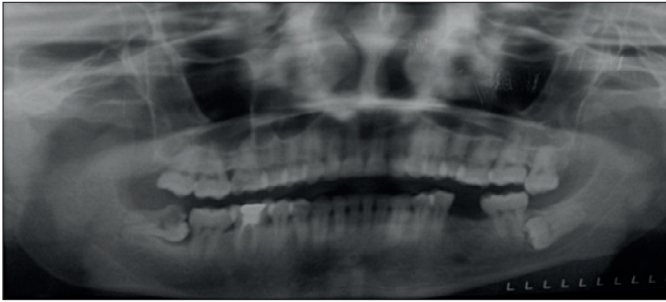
Radiographie panoramique dentaire objectivant un accident mécanique : 48 enclavée, cariée et 38 incluse.
